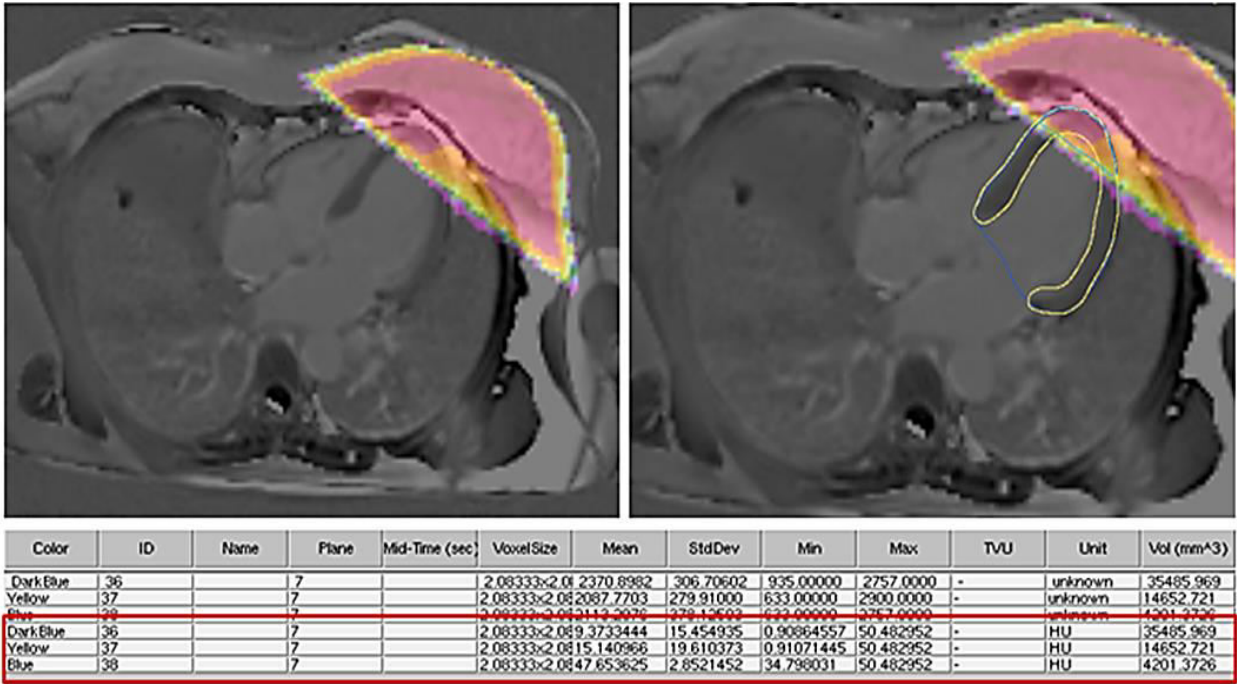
Ansicht 4CH: MRT-Aufnahme und Dosis-Overlay (links oben), mit ROIs (rechts oben), Statistikausgabe auf Basis der ROIs (unten)
